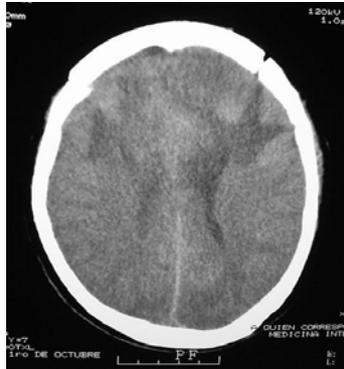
TAC #4 en fase simple postoperatoria tardía el 11 de Abril del 2006.
